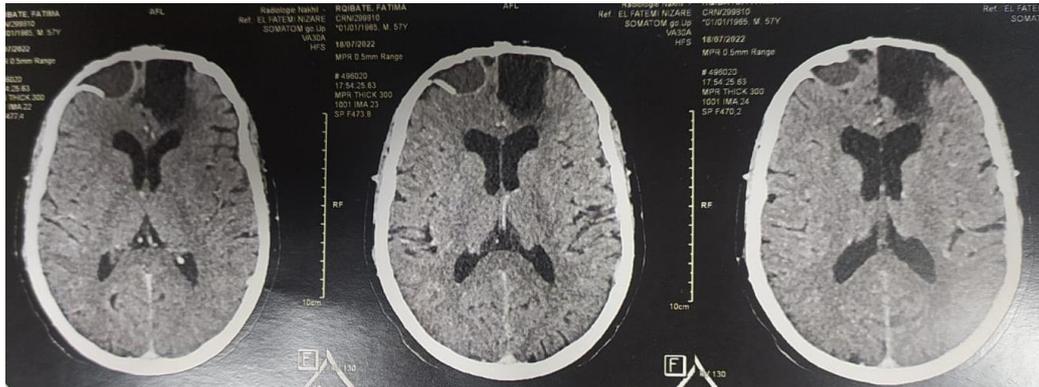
coupes axiales de TDM cérébrale montrant une image de mucocèle frontale gauche avec les stigmates de la chirurgie antérieure.
